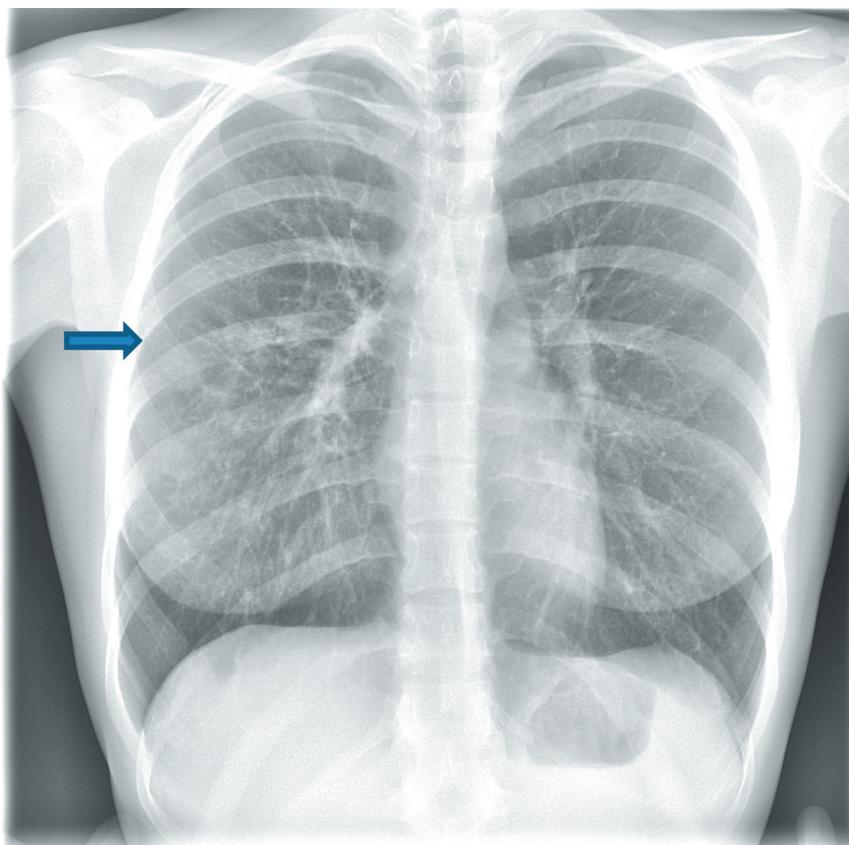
Рентгенограмма легких. Справа в средних долях одиночный петрификат (указан стрелкой), слева без очаговых изменений, корни структурные
